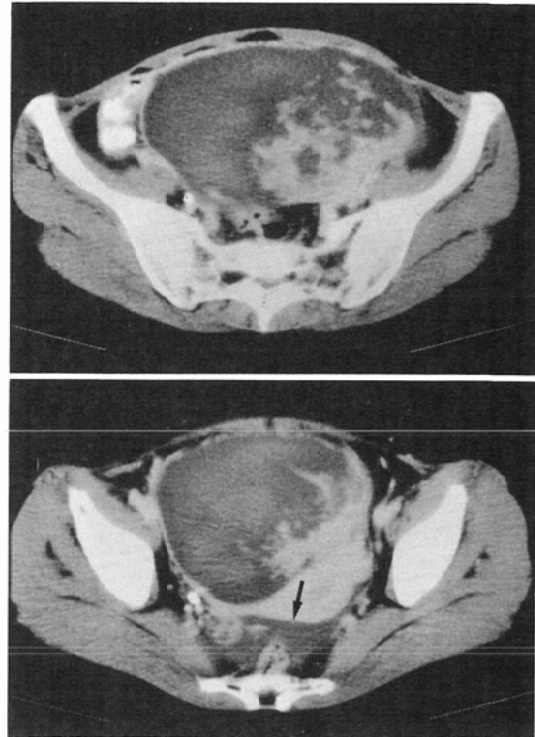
Contrast-enhanced pelvic CT of the patient 2 reveals inhomogeneous mass which displaces the uterus to the left. CT number of enhancing area of the mass is 100HU, and that of remainder is 57HU. Minimal ascites (arrow) is seen in the Douglas's pouch.
